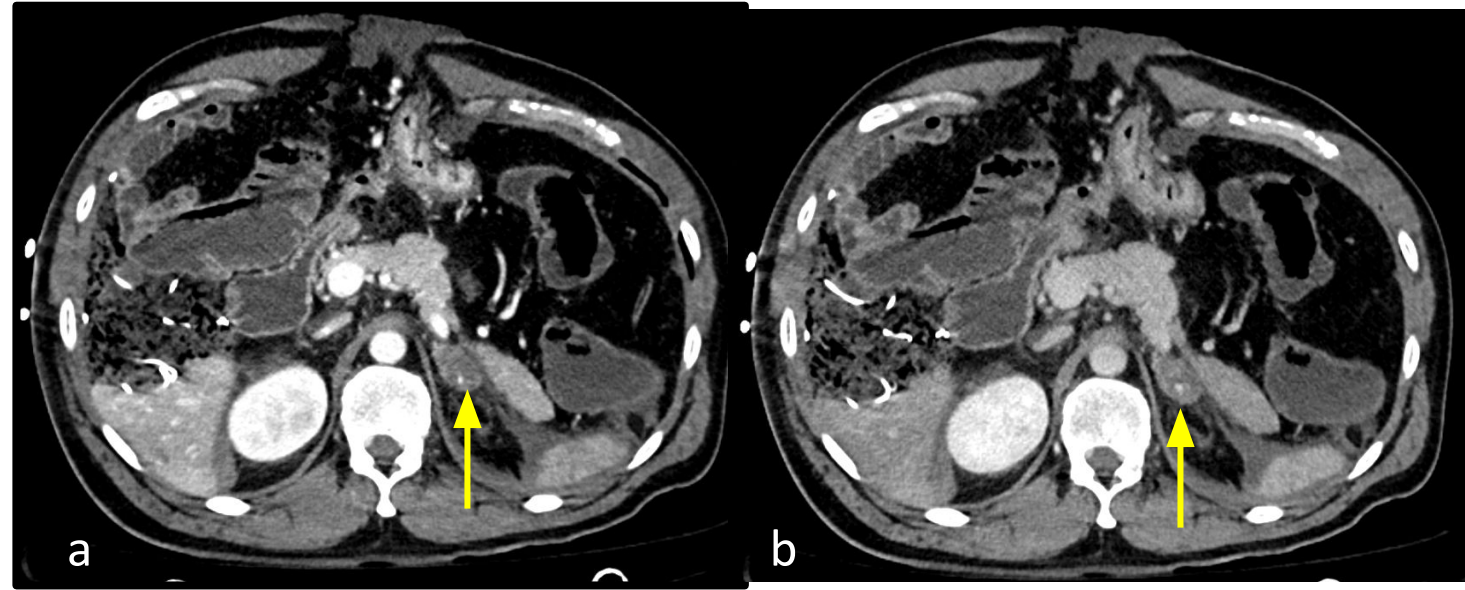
a-b) TC multifásica axial: hematoma suprarrenal izquierdo con foco de sangrado activo en el seno del hematoma.
